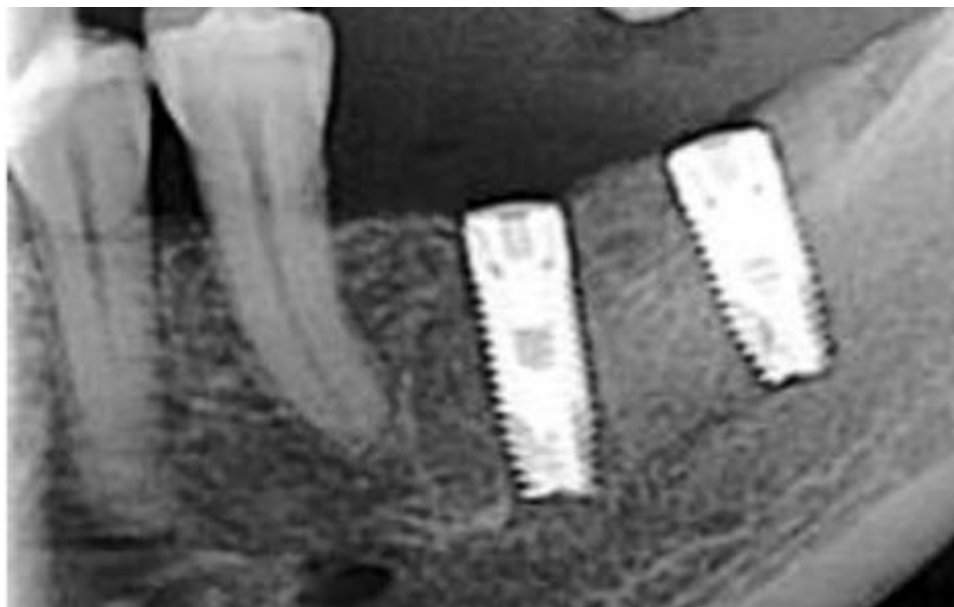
Пациент 1 группы, ортопантомограмма до установки постоянной конструкции.
